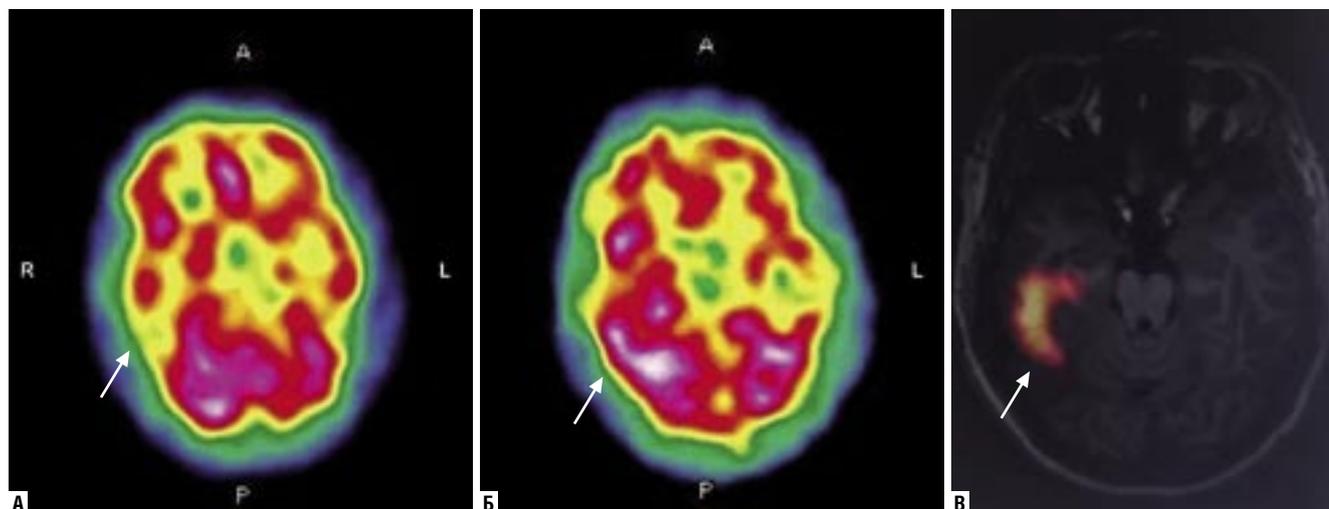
Оценка церебрального кровотока при эпилепсии. В височной области справа визуализируется зона гипоперфузии на интериктальной ОФЭКТ (а) и зона гиперперфузии на иктальной ОФЭКТ (б). При субтракционном вычитании полученных изображений и сопоставлении указанных данных с результатами МРТ (в) определяется точная анатомическая локализация эпилептогенного очага
